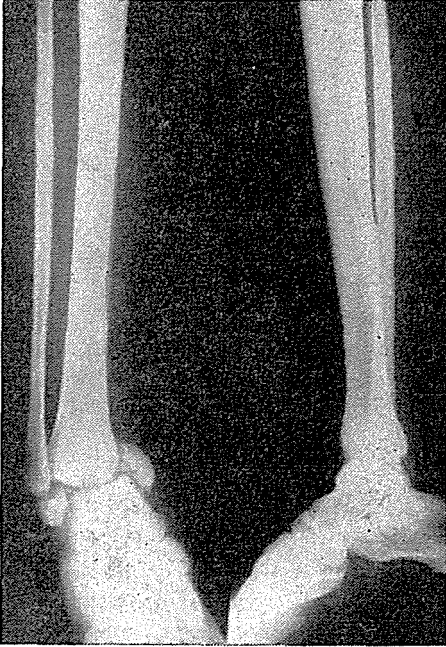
Aynı vak'anın 2 yıl sonraki yan grafisi.*
